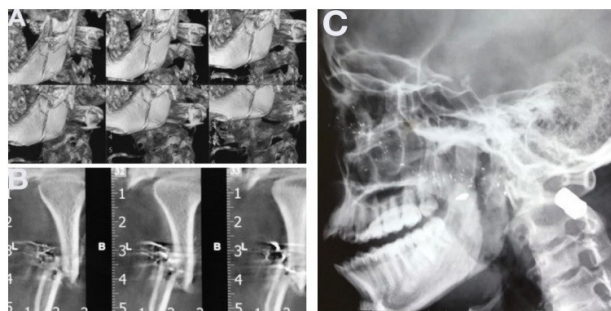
A) Tomografia computadorizada evidenciando a fratura na região do ramo mandibular; B) Tomografia computadorizada localizando uma fratura no colo do côndilo; C) Projétil alojado na região cervical pelo lado esquerdo.
